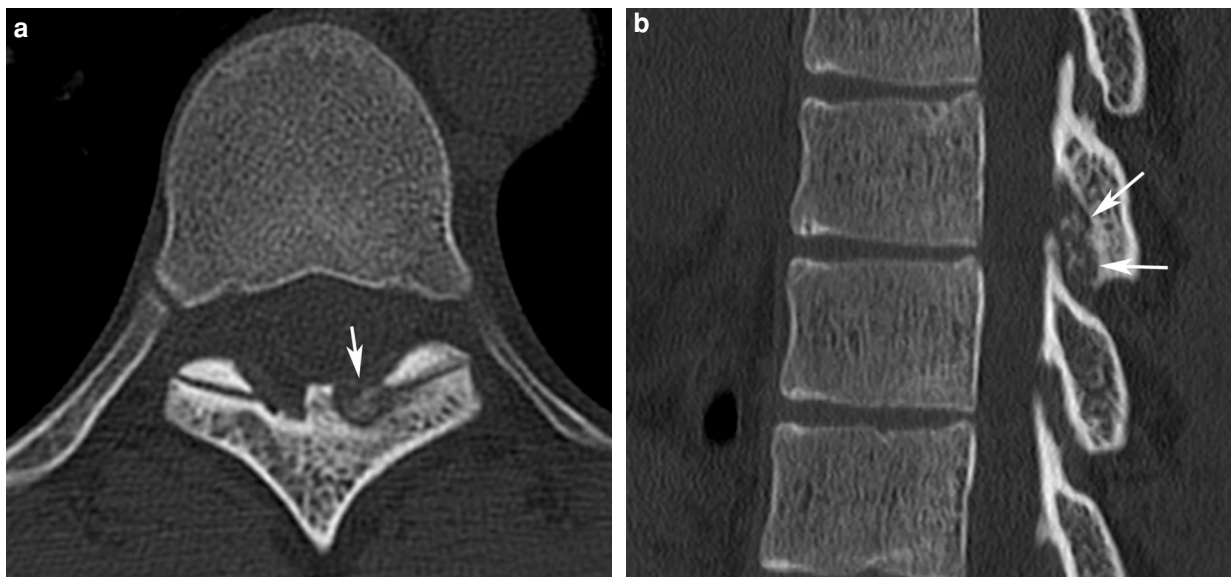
Ostéome ostéoïde de la lame de T8. Coupe TDM axiale (a) et sagittale (b) avec le nidus (flèche) comportant quelques calcifications. Absence d'ostéosclérose périphérique.
